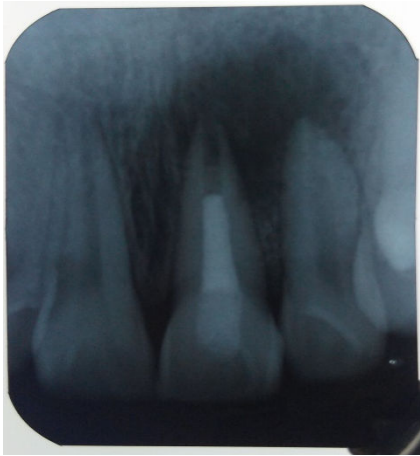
Radiografia após 30 dias
